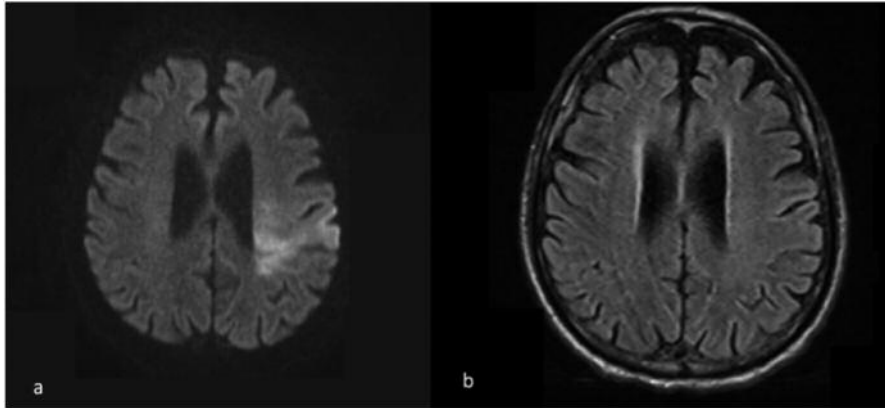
Mismatch DWI/FLAIR: paziente con ischemia cerebrale sinistra (a) DWI evidenzia lesione ischemica acuta in regione fronto-parietale; (b) le sequenze FLAIR non mostrano iperintensità patologiche.
